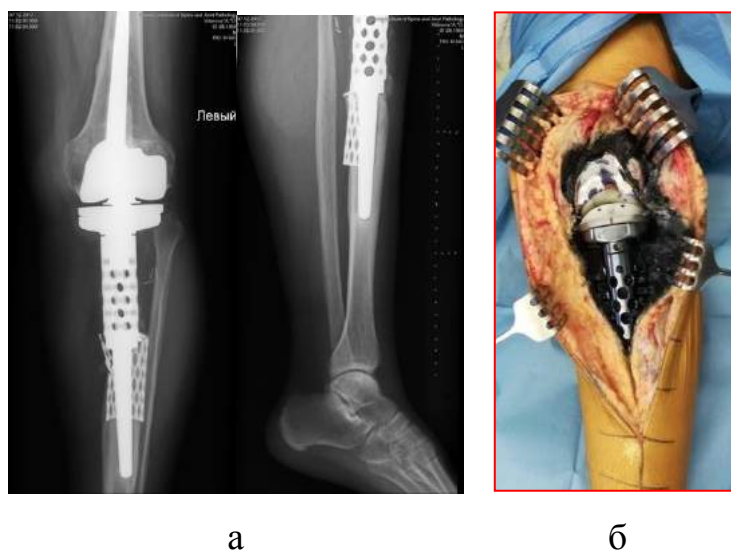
Рентгенограми (а) та зовнішній вигляд операційної рани під час проведення ревізійного втручання (б) пацієнта В, 63 роки. Історія хвороби № 81643, асептична нестабільність великогомілкової ніжки ендопротеза.
